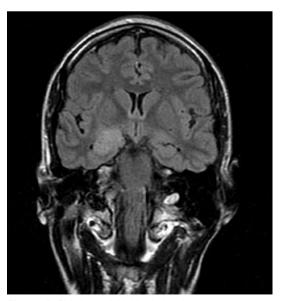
RM al mes del inicio de los síntomas, que muestra hiperintensidad a nivel hipocampal derecho.
